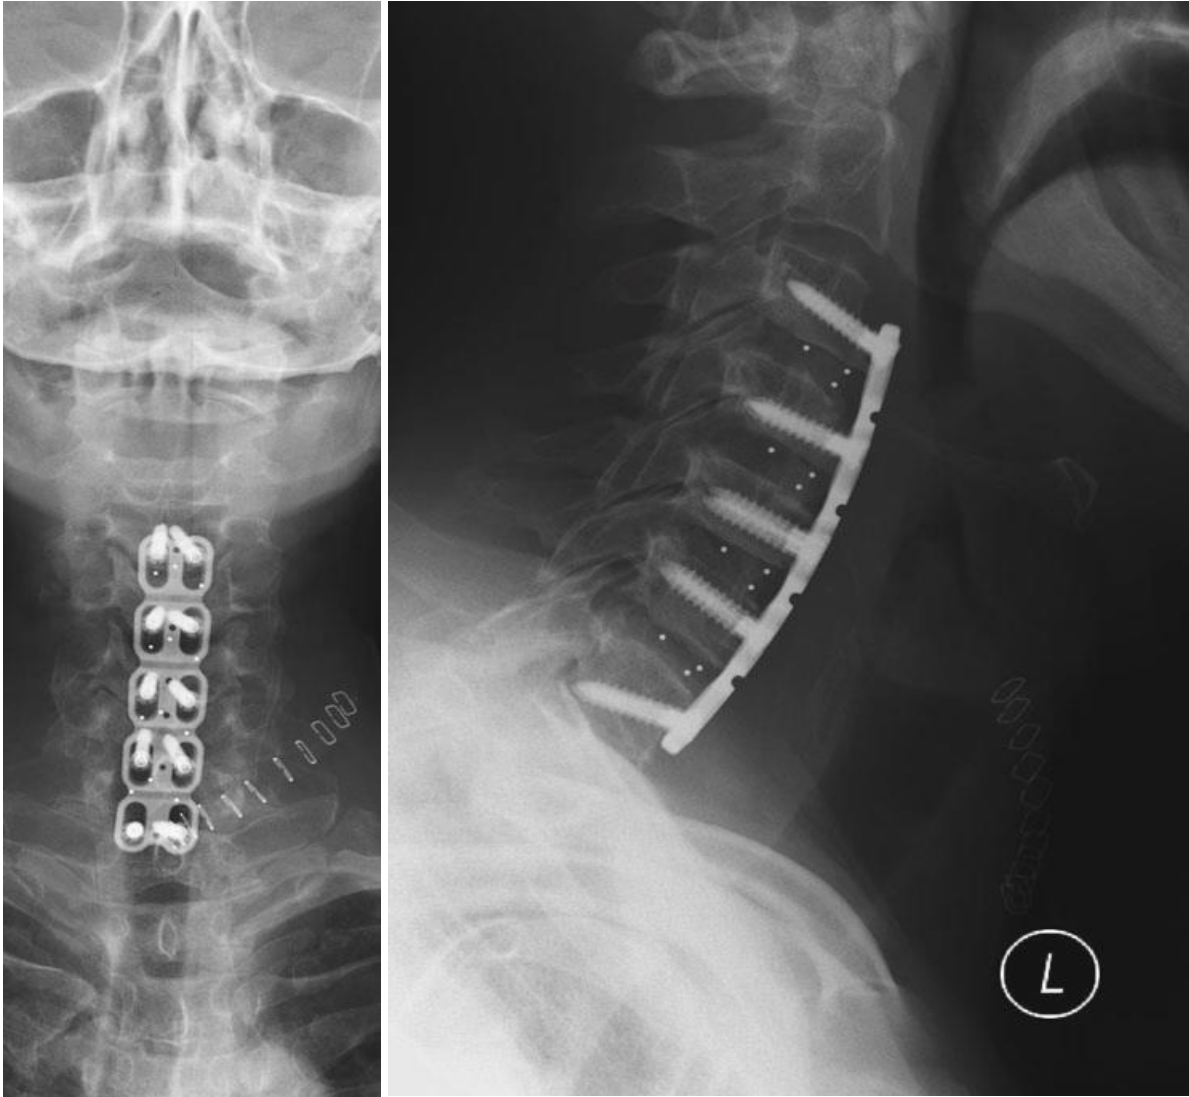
Radiographies de face et profil d'une ACDF C3-C7 avec plaque (19).
